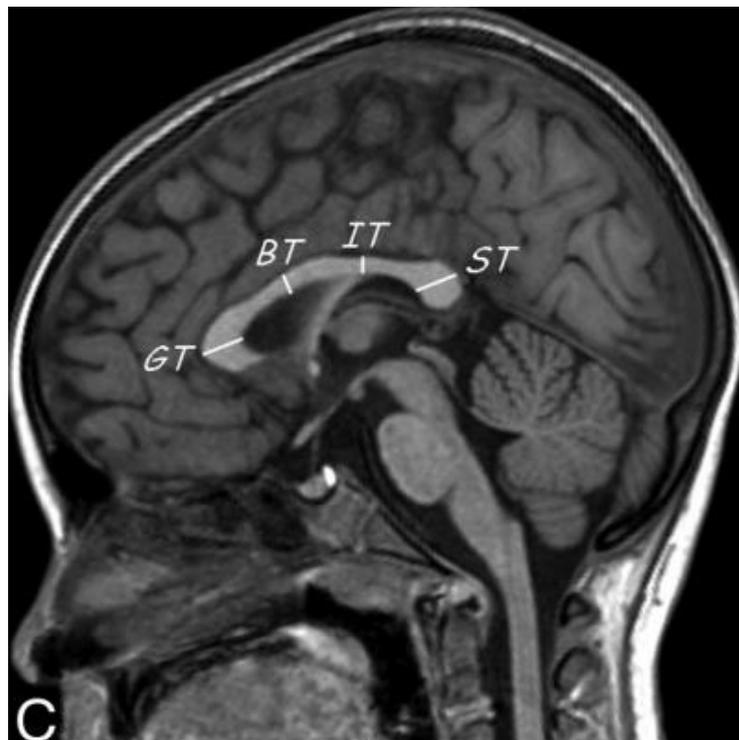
Measurement of the Measurement of the thickness of the CC, at the level of the genu (GT), body (BT), isthmus (IT), and splenium (ST)- modificato da Garel C. et al. (2011)
